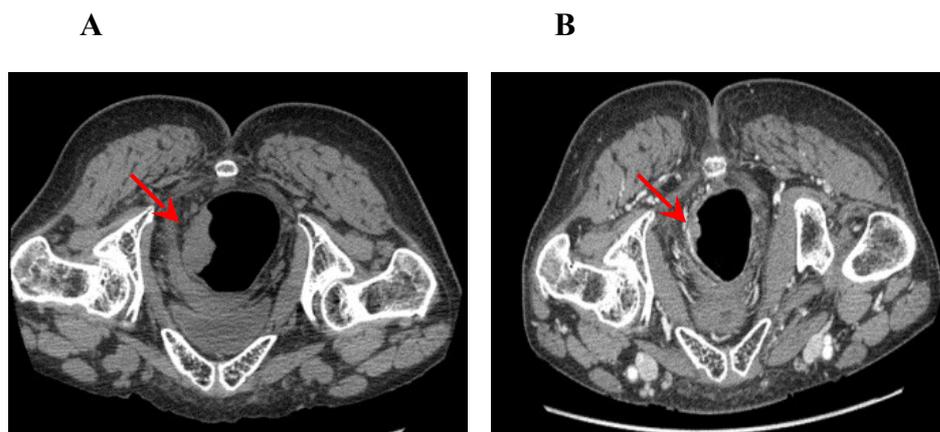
TC con m.d.c. di carcinoma del retto inferiore prima del trattamento neoadiuvante (A, c-T2N0) e dopo 8 settimane dalla fine del trattamento (B, yc-T0N0)
